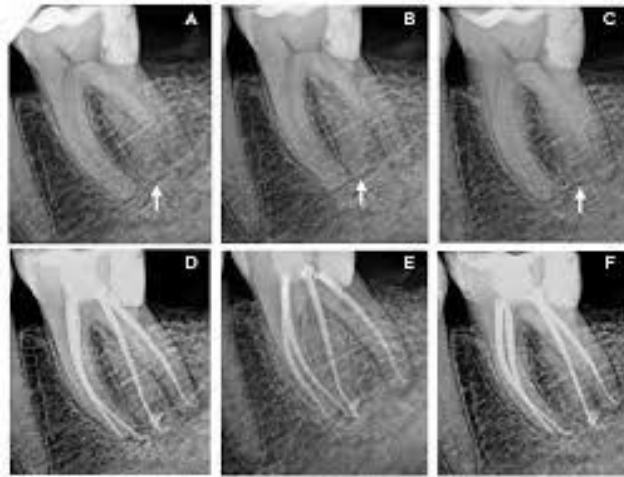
Radiografía angulada para una mejor visualización de los conductos radiculares (4).
